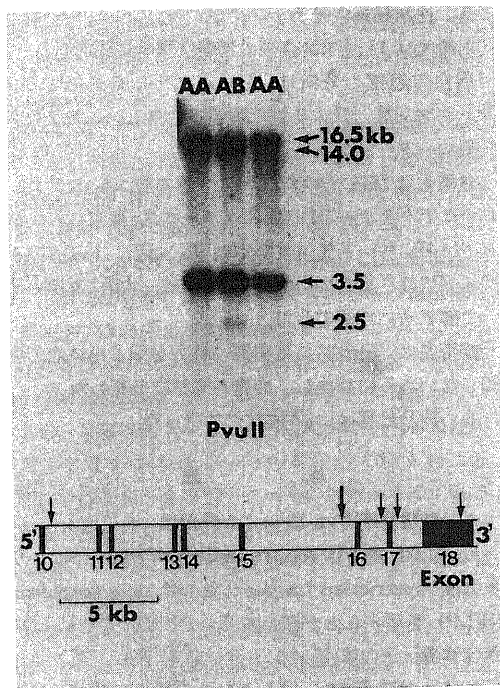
Restriction fragment length polymorphism of LDL receptor gene with Pvu II. Southern blotting of Pvu II digested three samples from normal subjects and restriction map of the 3' end of LDL receptor gene are shown. The Pvu II recognition sites are indicated by arrows in restriction map. The allele not cleaved at polymorphic Pvu II site (indicated by the large arrow) produces 16.5 and 3.5 kb fragments and designated 'allele A'. The allele cleaved at polymorphic site produces 14.0, 3.5 and 2.5 kb fragments and designated 'allele B'. The genotype of these three samples are shown at the top of the autoradiograph.
